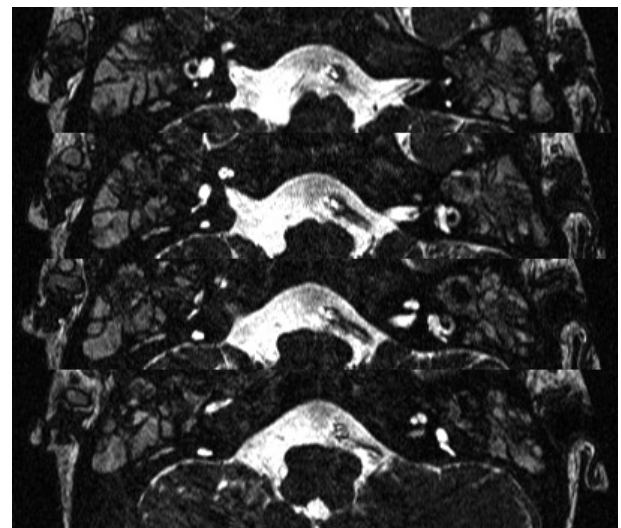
Serial axial three dimensional fourier transformation constructive interference in steady state images of internal auditory canal MRI. Both cochlear nerves are absent.
